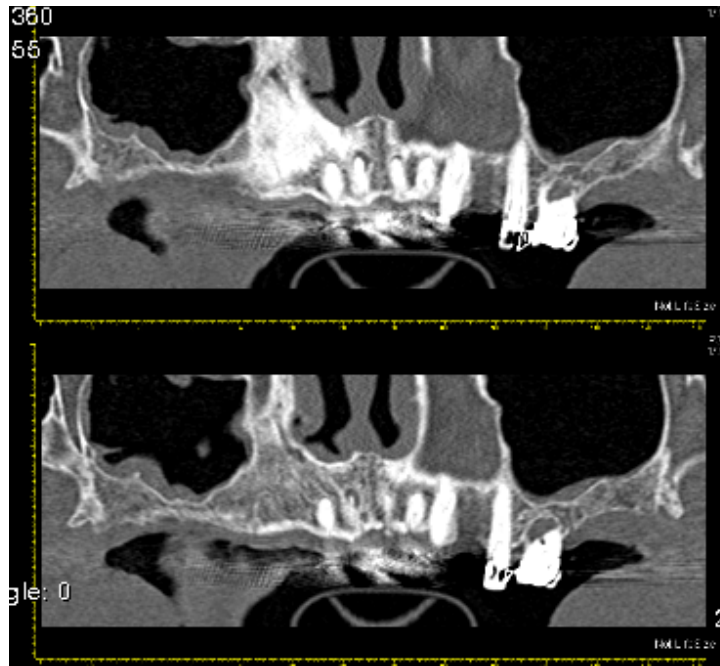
TAC maxilar em corte coronal. Visualização da baixa disponibilidade óssea imediatamente abaixo do seio maxilar esquerdo.
